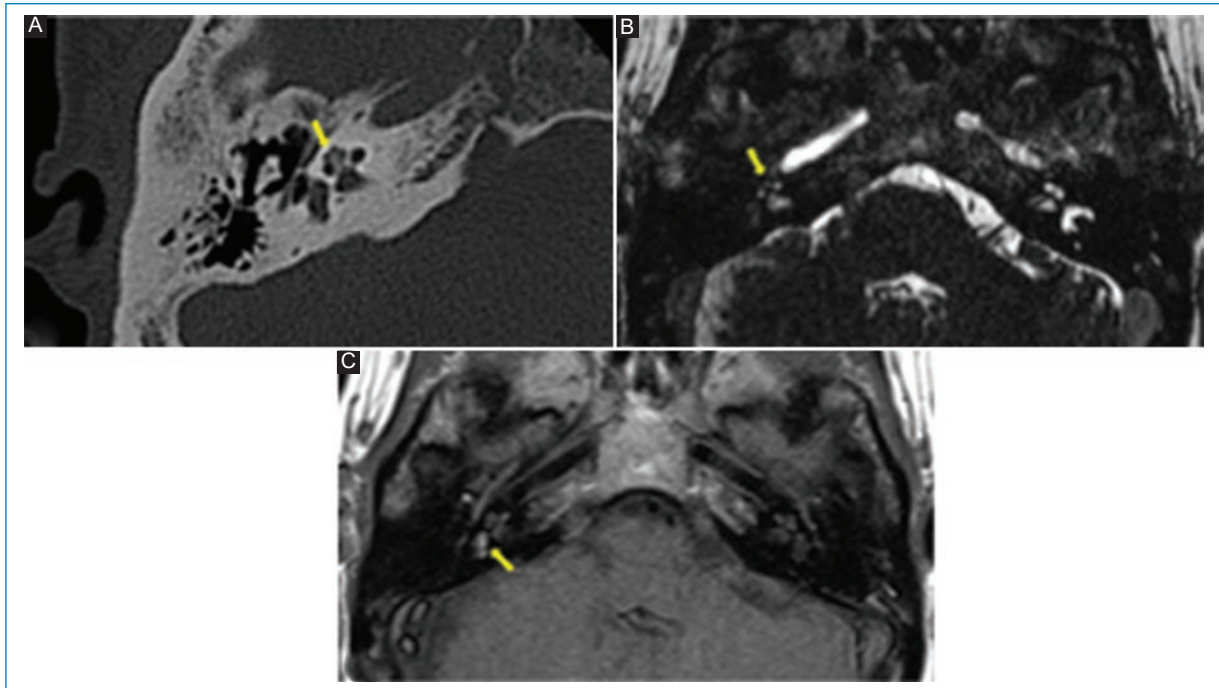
Paciente de 41 años con hipoacusia neurosensorial y parálisis facial derecha. Antecedente de resección de neurinoma del VIII par en el conducto auditivo interno derecho con extensión al ángulo pontocerebeloso. Controles posteriores. A: TC de peñasco derecho, con hiperdensidad en el interior de la cóclea derecha. B: secuencia T2 AR con hiposeñal en la cóclea derecha. C: muestra leve hiperintensidad en la secuencia T1 SC en el vestíbulo, el conducto semicircular externo y parte de la espira media de la cóclea. Tales hallazgos son compatibles con el diagnóstico de laberintitis osificante posquirúrgica.
